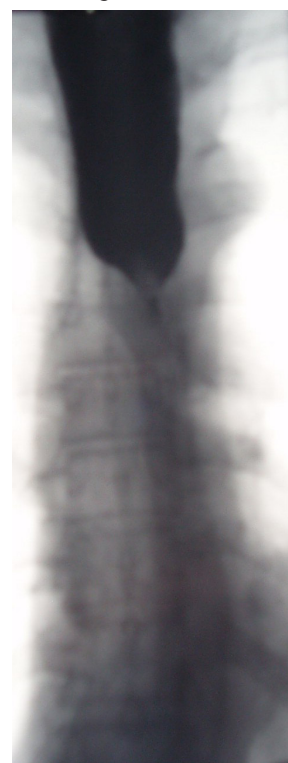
Рентгеноскопия пищевода после стентирования силиконовым стентом (проходимость стента хорошая).
